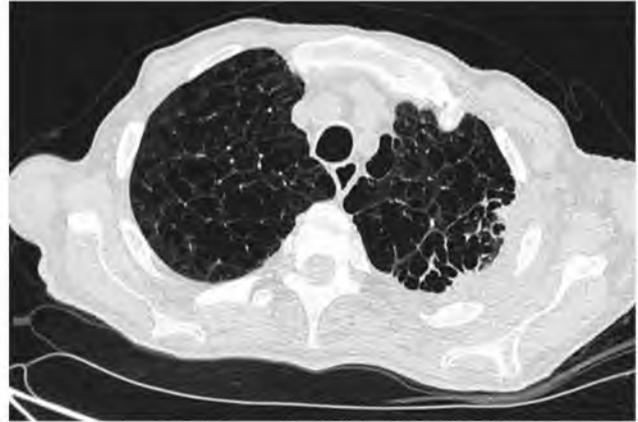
Пример компьютерной томограммы легких с наличием ретикулярного фиброза и эмфиземы легких
